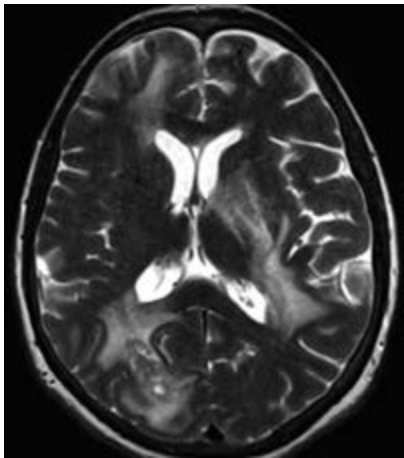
МРТ от 25.11.2010. Отмечается положительная динамика в виде уменьшения размеров очагов в мозолистом теле, лобных долях
